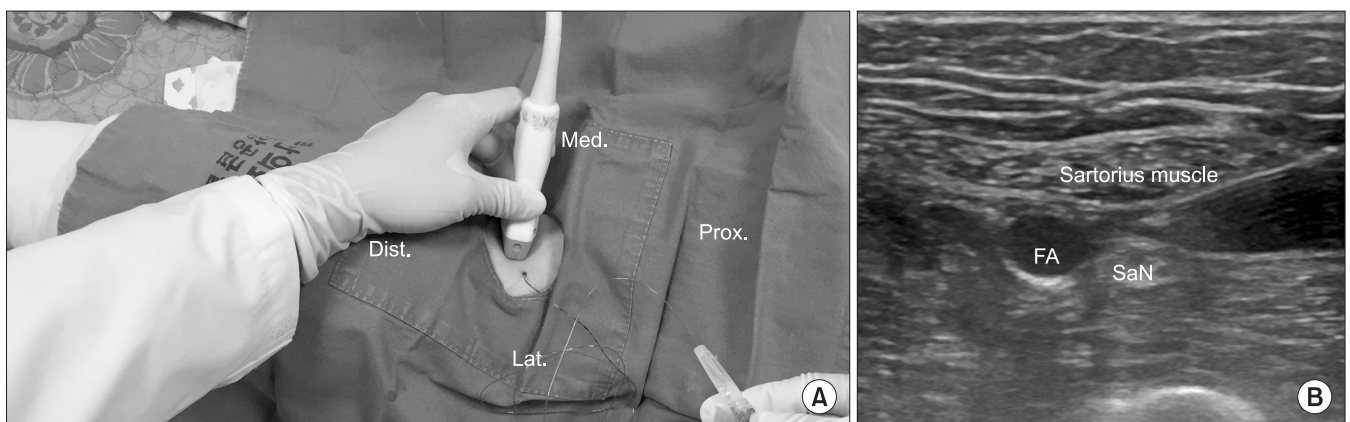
Adductor canal block. (A) Adductor canal block using ultrasonography; place the epidural catheter after the adductor canal block. (B) Place the needle near the saphenous nerve (SaN). Dist., distal; lat., lateral; med., medial; prox., proximal; FA, femoral artery.
